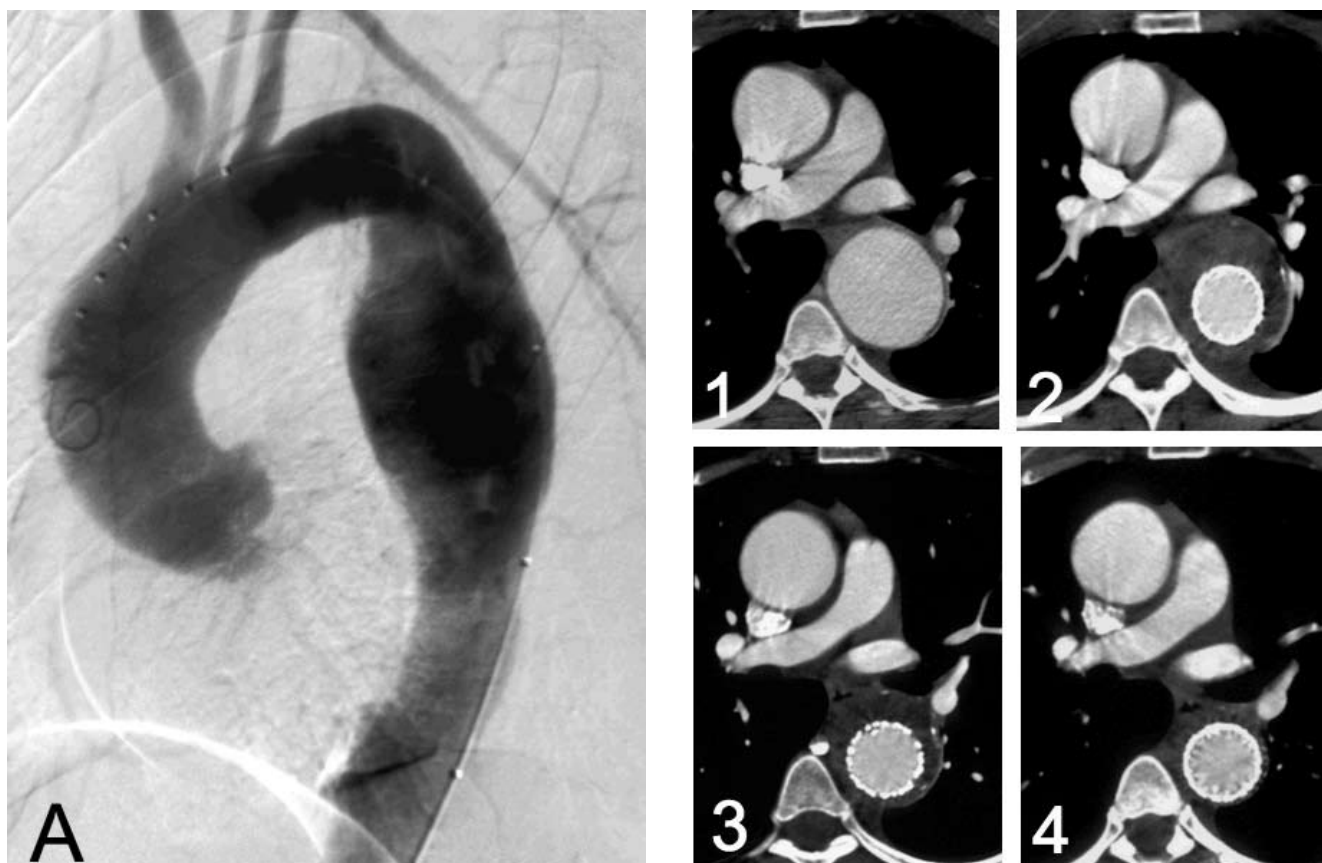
Предоперационная ангиография у 52-летнего пожилого мужчины с аневризмой нисходящего отдела грудной аорты (А). Компьютерная томография после успешной изоляции аневризмы с помощью стент-графта демонстрирует уменьшение перипротезных тромботических масс с течением времени (1-4).
